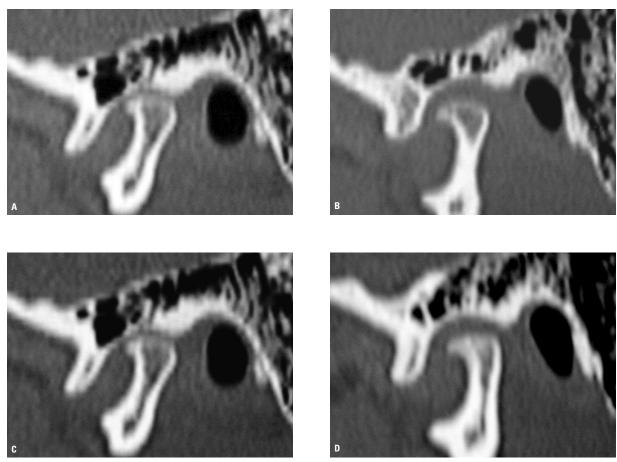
A) Tomografia computadorizada do côndilo esquerdo com a boca fechada. B) Tomografia computadorizada do côndilo esquerdo com a boca aberta. C) Tomografia computadorizada do côndilo direito com a boca fechada. D) Tomografia computadorizada do côndilo direito com a boca aberta.
